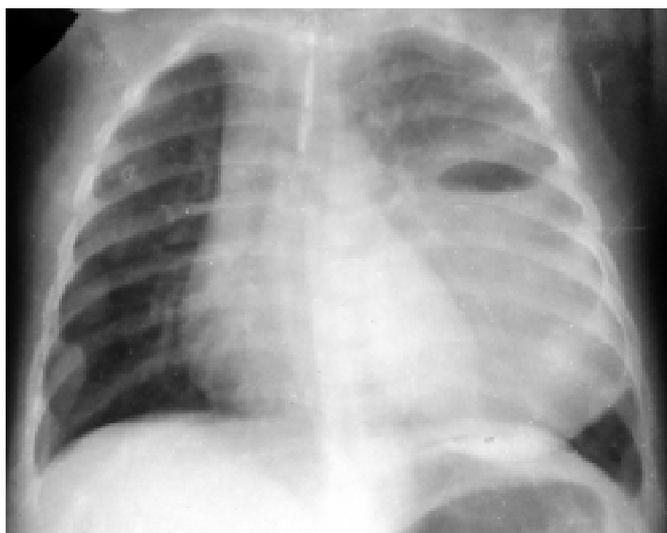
Рентгенограма хв. Д., 1 р. 10 міс. Масивний абсцес лівої легені зі зміщенням середостіння в здоровий бік
